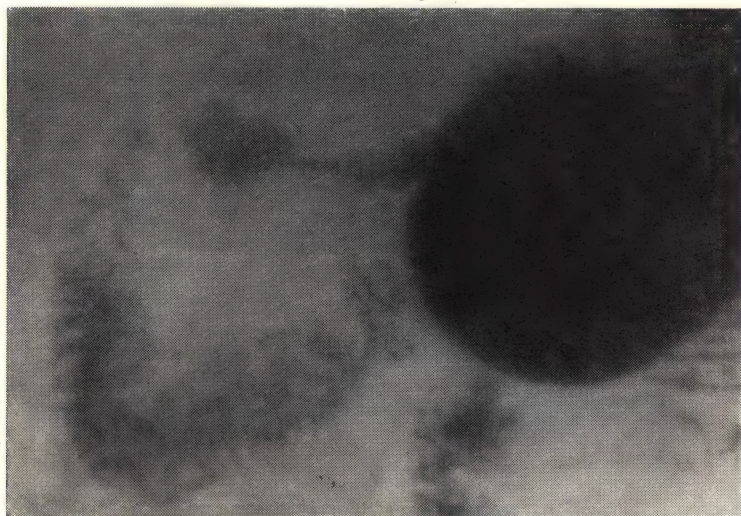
Нормальный пробег двенадцатиперстной кишки (рентгенограмма).
